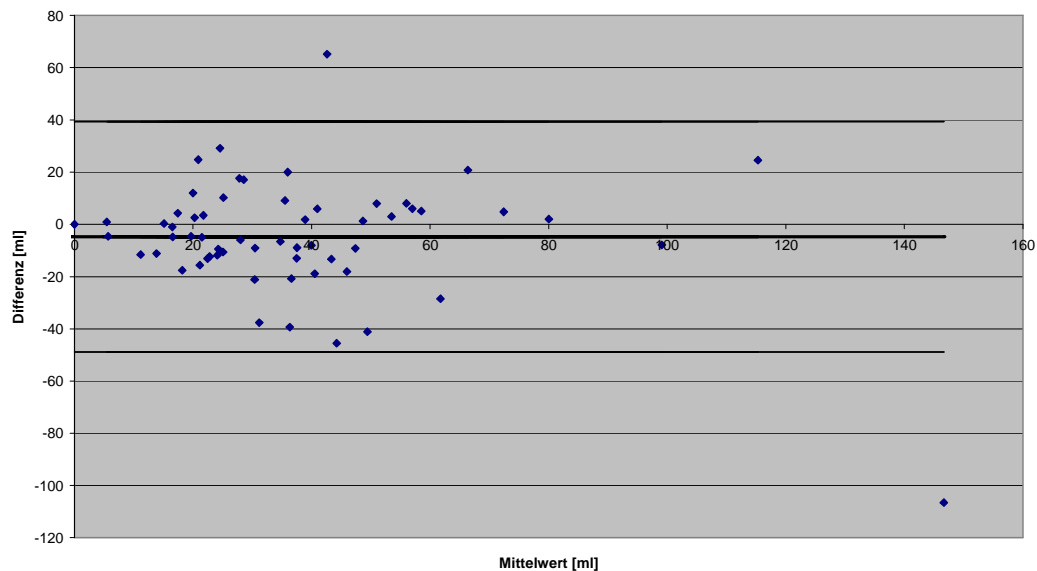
Bland-Altman Plot Volumenbestimmung sonographisch versus Segmentation
